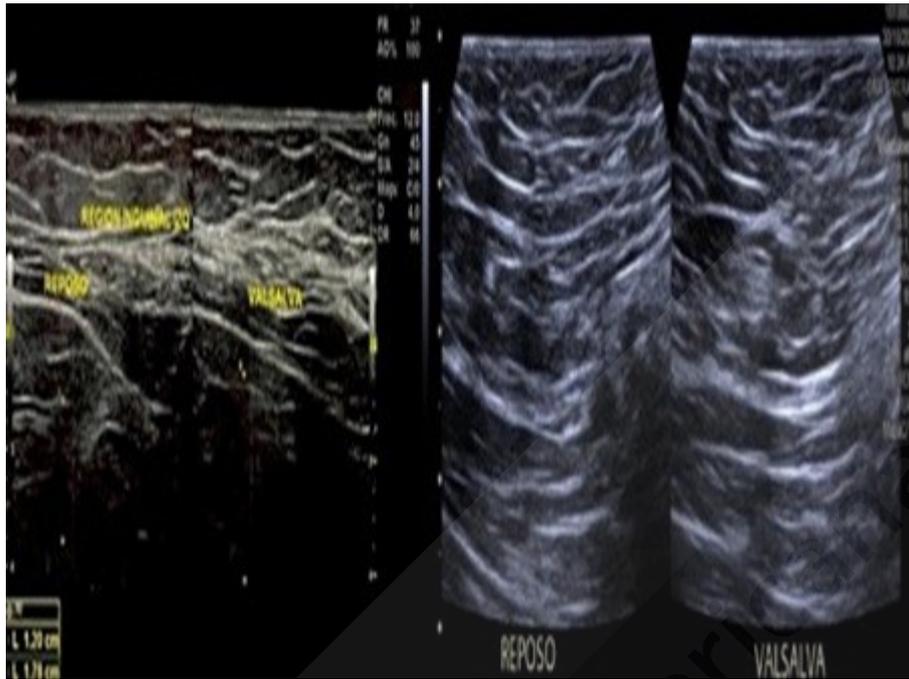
A la izquierda se observa el primer ultrasonido y a la derecha, el segundo, realizados en nuestra institución, en los que se muestra el defecto de 12 mm con protrusión de contenido, que da el diagnóstico por imagen de hernia inguinal izquierda.
